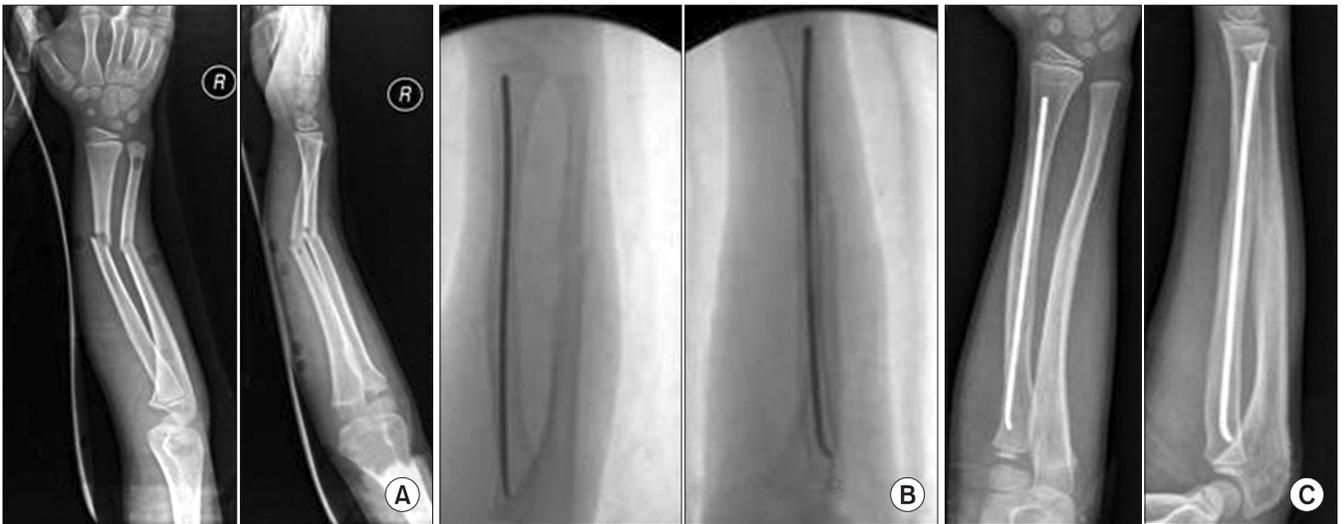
Fixation principle II: The bone more difficult to reduce or control was fixated. (A) Preoperative radiograph of an 8-year-old boy shows both bones were equally displaced. (B) Intraoperative fluoroscopy shows the radius was fixated, as the radius was usually more difficult to reduce and maintain its reduction. The alignment of the ulna and its stability were maintained after single bone intramedullary fixation of the radius. (C) Radiograph shows the alignment of both forearm bones was well maintained until bony union was achieved.
